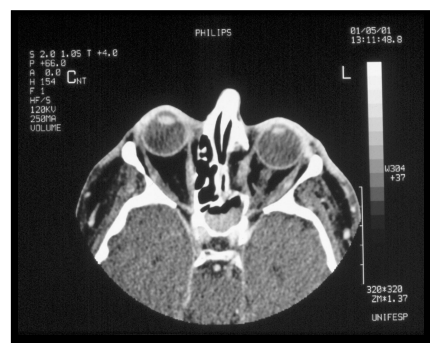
Corte axial de tomografia computadorizada mostrando excenoidite.
